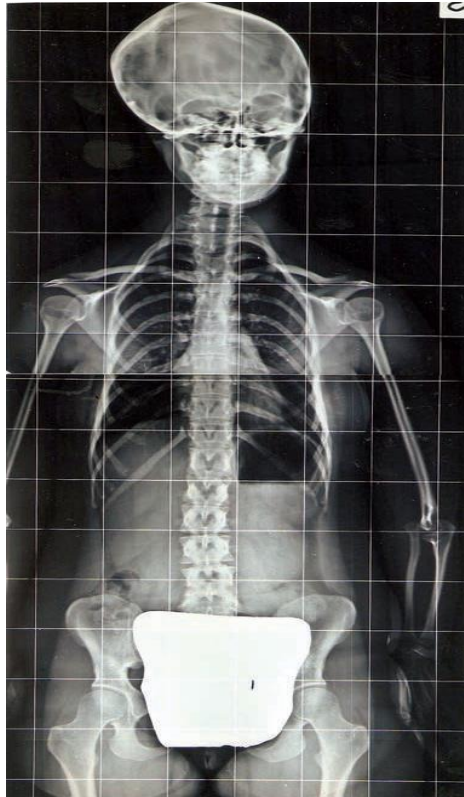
Radiografía de paciente con anomalías vertebrales y escoliosis.¹²
